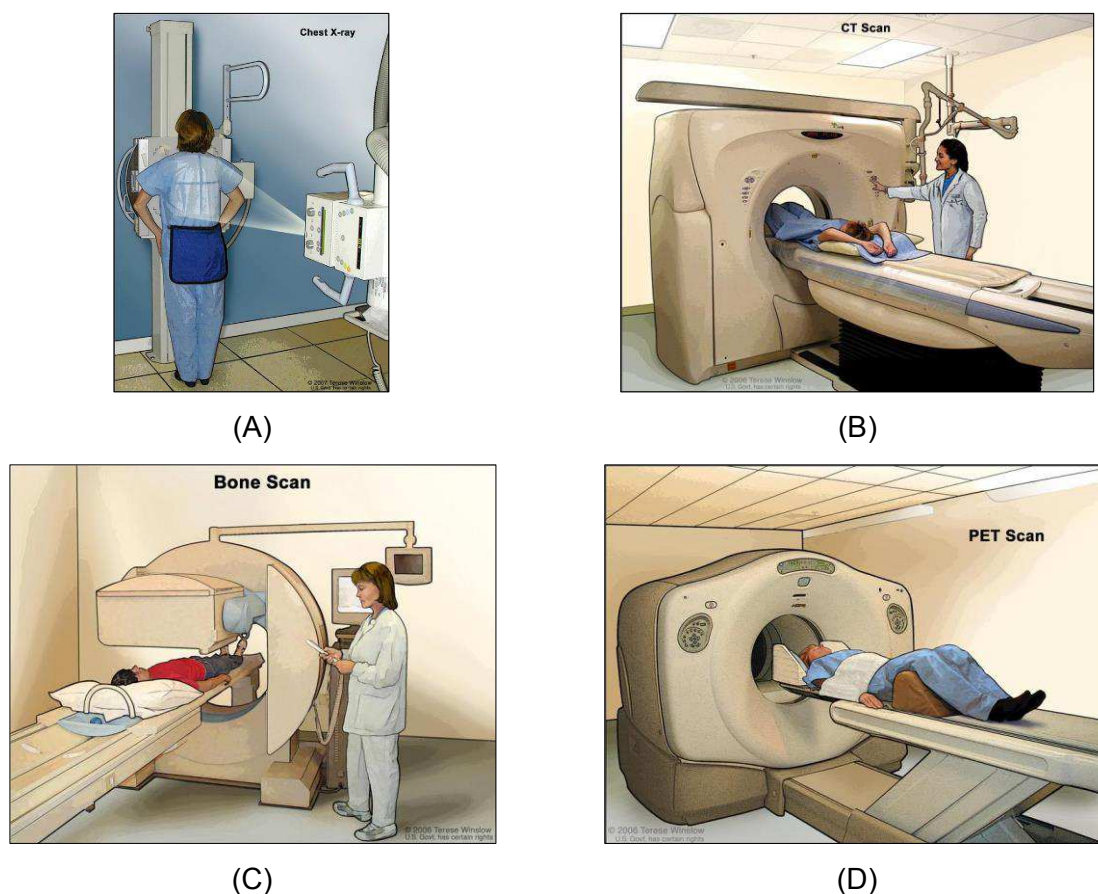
Exames para determinar o estágio do câncer de mama: (A) Raio X do tórax; (B) Tomografia computadorizada; (C) Escaneamento ósseo; (D) Tomografia por emissão de pósitrons (Disponível em: <2018https://www.cancer.gov/types/breast/patient/breast-screening-pdq#section/_13> Acesso em 08 de janeiro de 2018).
